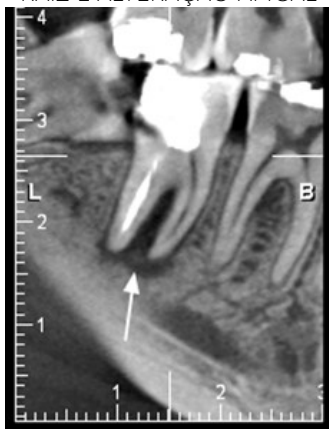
LESÃO PERIAPICAL
